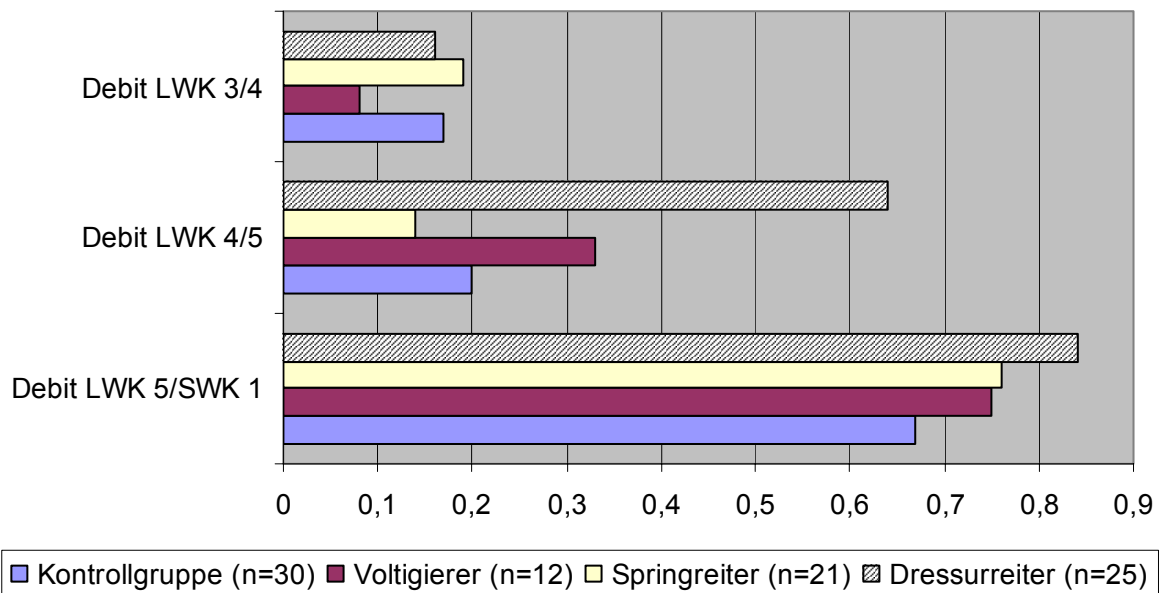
Score für T2-Signalintensitätsverlust der Wirbelkörpersegmente LWK 3 bis SWK 1 aller MRT-Probanden (n=88)
